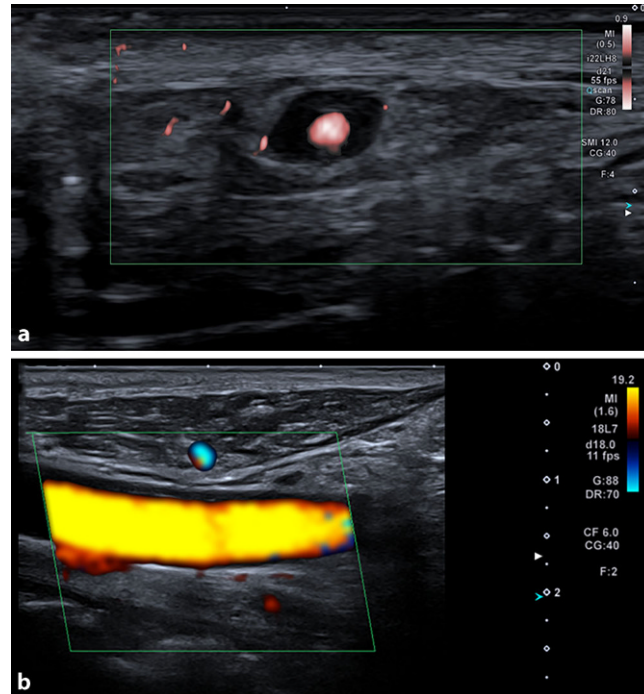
◀ a Dopplersonographie der A. temporalis mit Darstellung eines Wandödems (Halozeichen) und b Dopplersonographie der A. carotis externa
